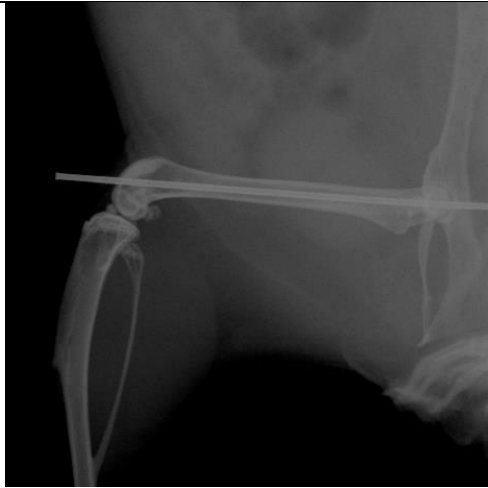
Röntgenkontrolle des Femurs nach Einbringung des Drahtes
